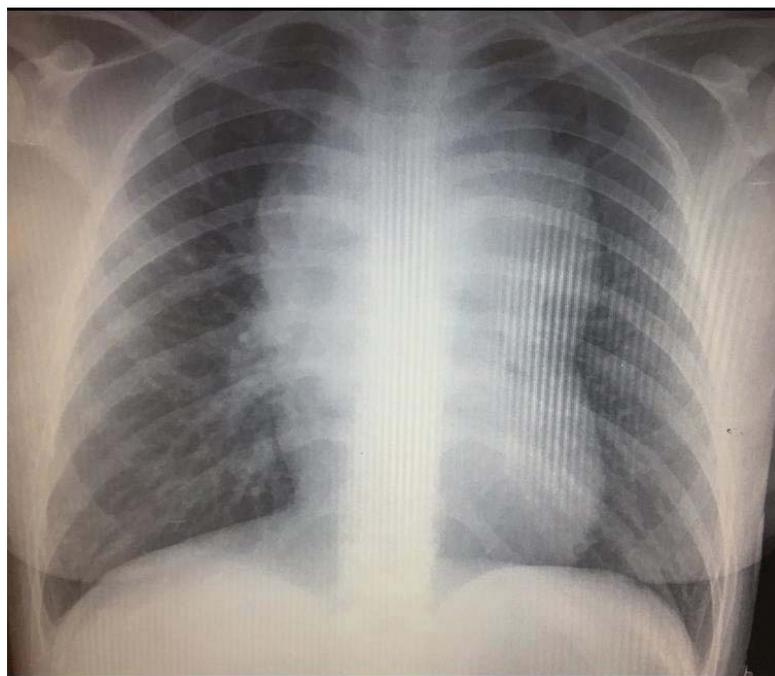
Radiografía de tórax postero-anterior: gran masa mediastínica.
